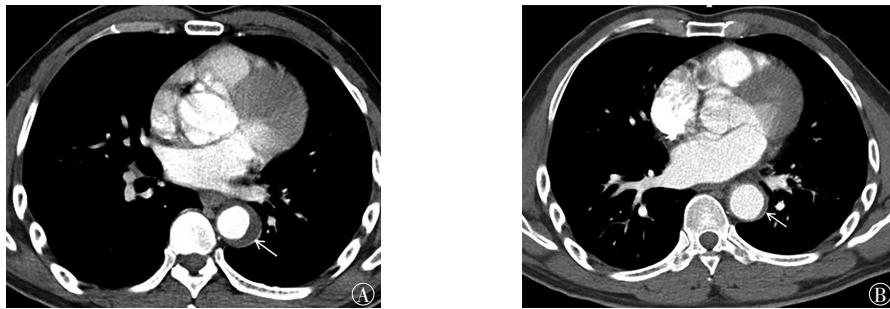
患者男性, 45岁, 急性期主动脉壁间血肿 Stanford B型, 首次检查和复查 MSCTA 增强横断位图像 图中, A: MSCTA 横断位显示降主动脉外周新月形稍高密度影, 厚度约为 8.7 mm(白色箭头所示); B: 患者保守治疗 3 个月后复查, MSCTA 横断位显示壁间血肿厚度明显缩小约为 2.0 mm(白色箭头所示)。AAIH: 急性主动脉壁间水腫; MSCTA: 多层螺旋 CT 血管造影。
